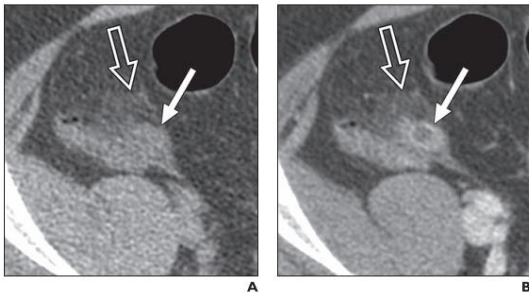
Hombre de 31 años de edad con apendicitis e índice de masa corporal de 31.3. A y B, TC con dosis bajas y sin contraste (A) donde se observa aumento de tamaño del apéndice (flecha blanca) y aumento en la densidad de la grasa periapendicular (flecha abierta). (B) Tomografía de dosis estándar con administración de contraste IV que muestra apéndice aumentada de calibre y con reforzamiento de su pared (flecha sólida) y el aumento de la atenuación de la grasa periapendicular (flecha abierta).
